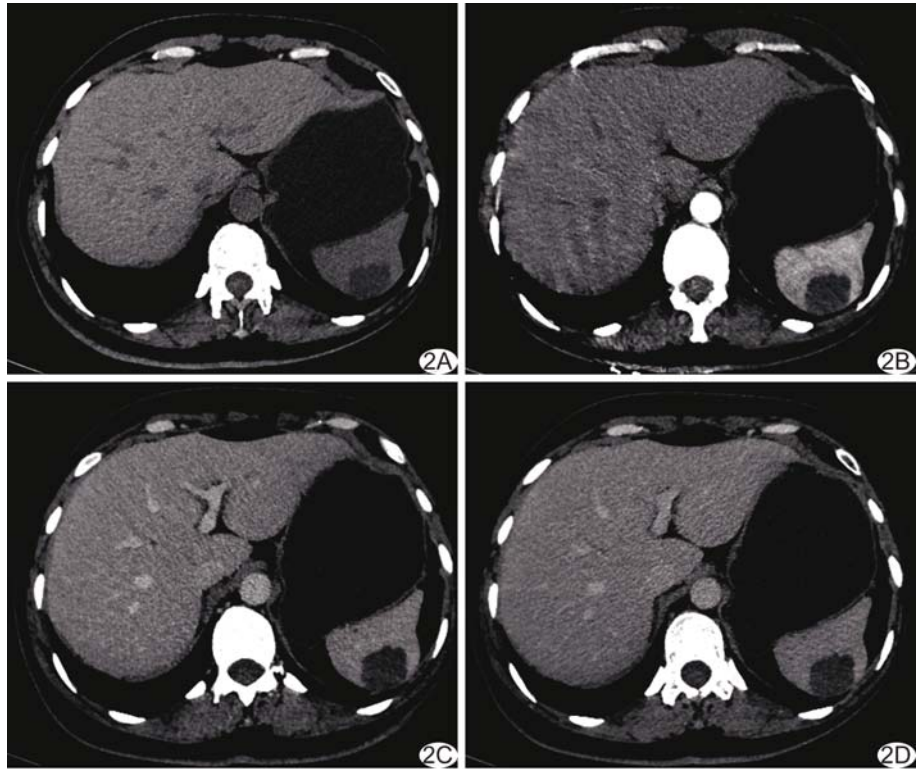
患者女,43 岁,脾淋巴瘤,轴位 CT 表现 A. 平扫示脾脏上份低密度肿块; B~D. 动脉期(B)、静脉期(C)及延迟期(C)肿块均未见强化
